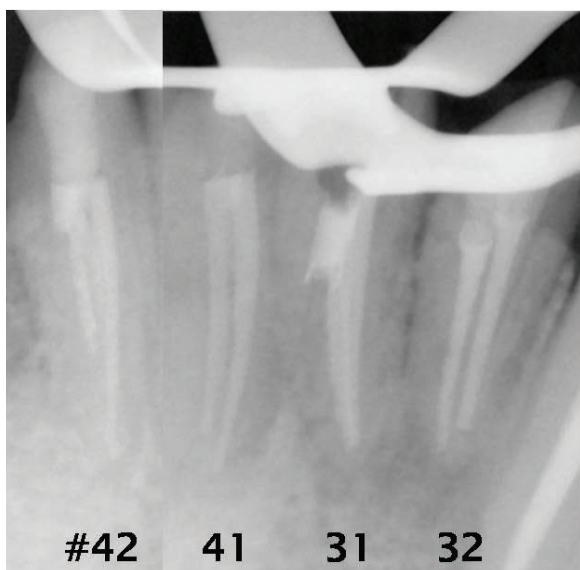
Postoperative periapical radiograph of four mandibular incisors showing two canals with separate foramina.
